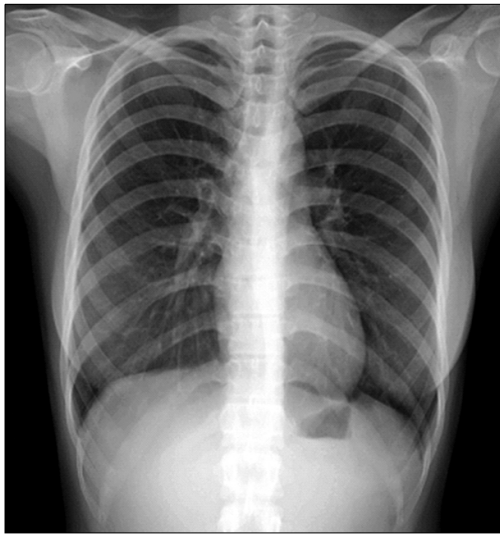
Preoperative chest x-ray shows no abnormal finding.
